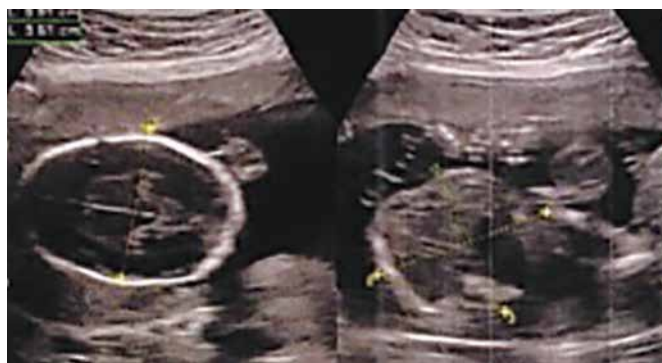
USG: Gemelidade – transfusão feto-fetal.
